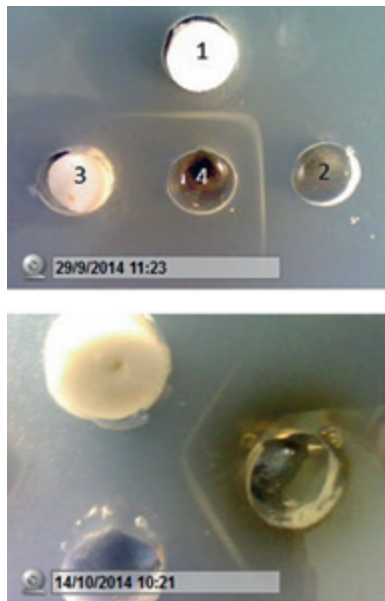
Реакция иммунодиффузии капсульного антигена чумного микроба и композита из хитозана и альгината натрия, содержащего этот антиген:
